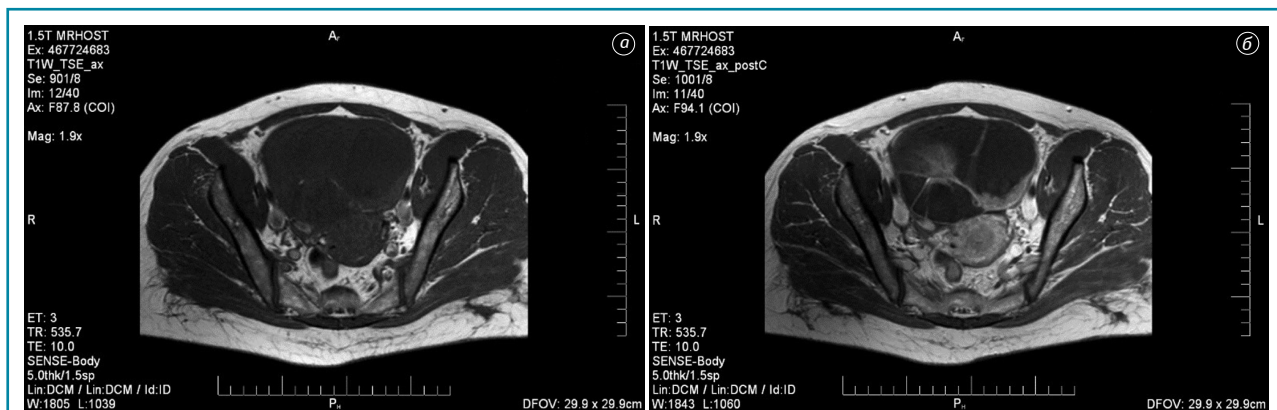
МРТ РЯ. На томограмах: а) на Т1-ЗЗ до контрастування; б) на постконтрастних Т1-ЗЗ посилене накопичення контрасту в пристінковому компоненті та в перетинках
